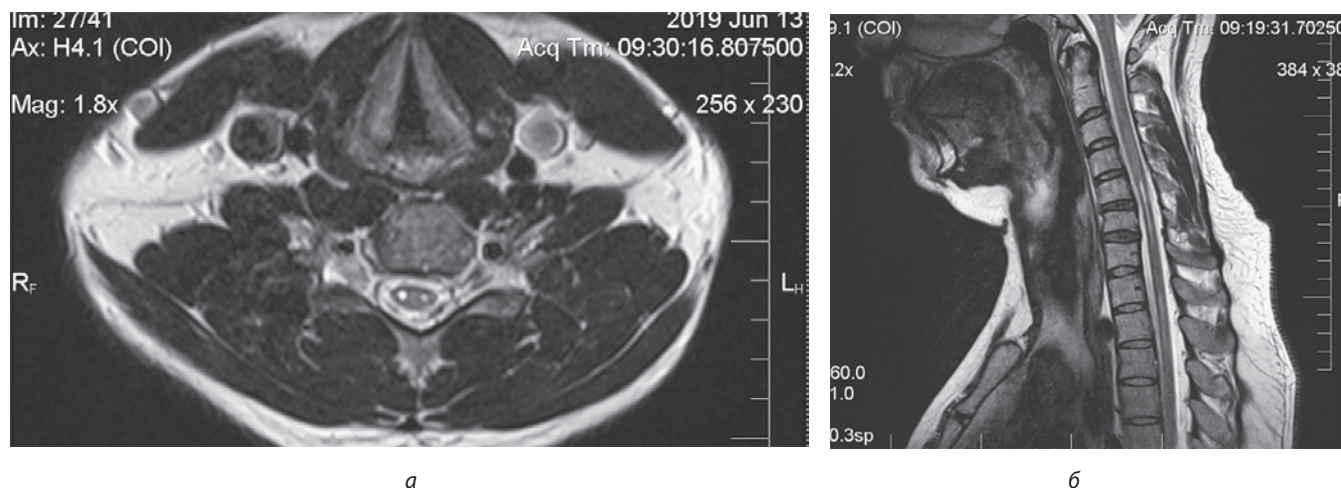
МРТ ознаки хвороби Хіраями: а) ділянки мієлопатії за типом «очі змії»; б) відшарування задньої стінки дурального мішка
